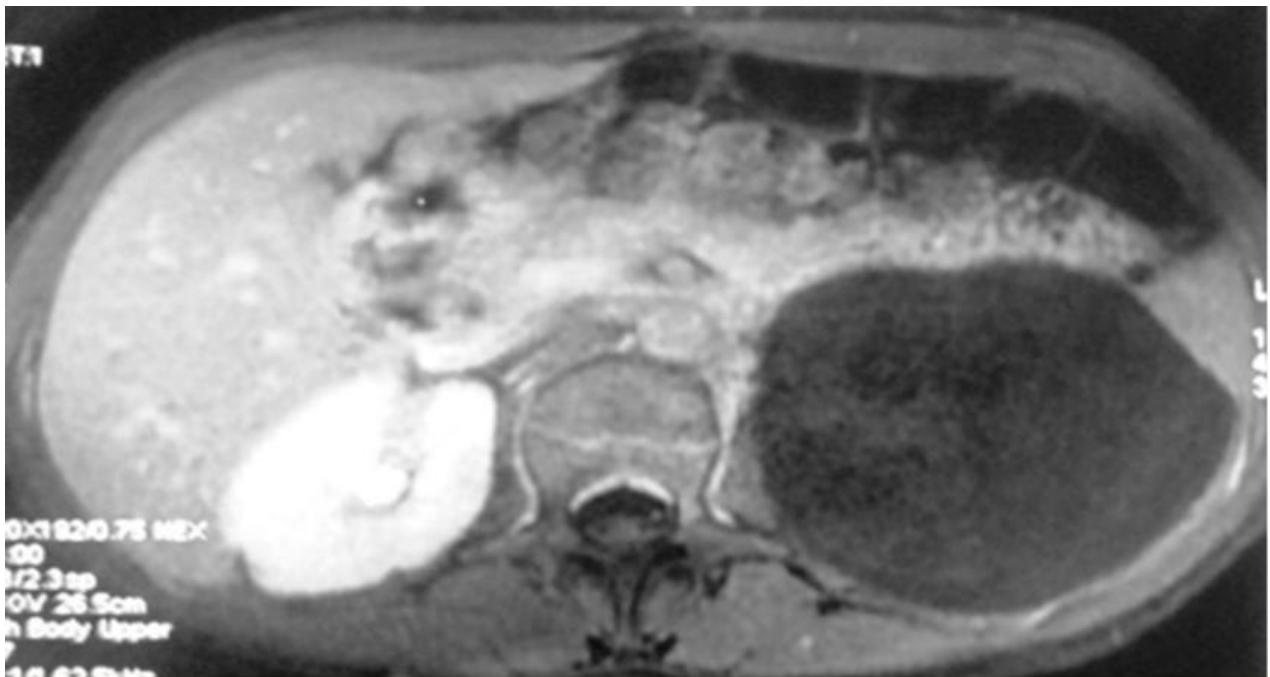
Coupe axiale d'une IRM montrant une volumineuse masse kystique retro péritonéale gauche en hyposignal T1 assez homogène .
